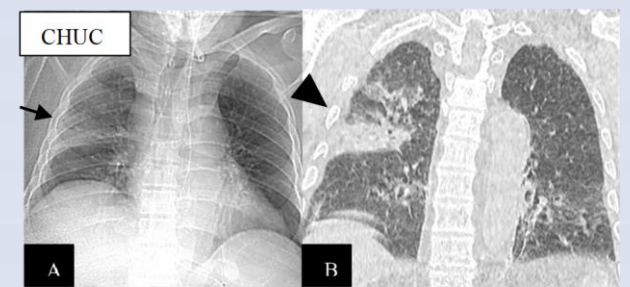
Radiographie du thorax (A) avec opacités denses moyennes droites (flèche noire) chez un patient atteint de COVID-19. Des résultats similaires sont présents sur le scanner coronal du même jour (B) (tête de flèche noire).
